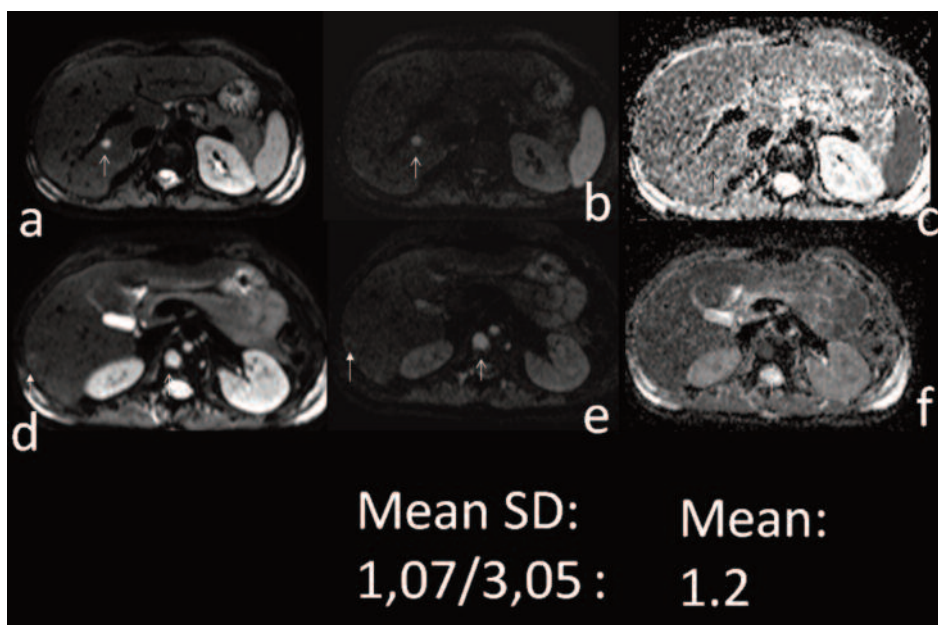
a, b, c, d, e, f. DWI assiale a *b-value* 50 (a, d), 800 (b, e) e relativa mappa di ADC (c, f). Ben evidenti le piccole aree nodulari parenchimali epatiche caratterizzate da elevato segnale in diffusione con relativo decremento nella mappa di ADC per diffusività moderatamente ristretta; il valore medio di ADC delle lesioni epatiche e vertebrali è risultato di circa $1,23 \pm 0,17$.
